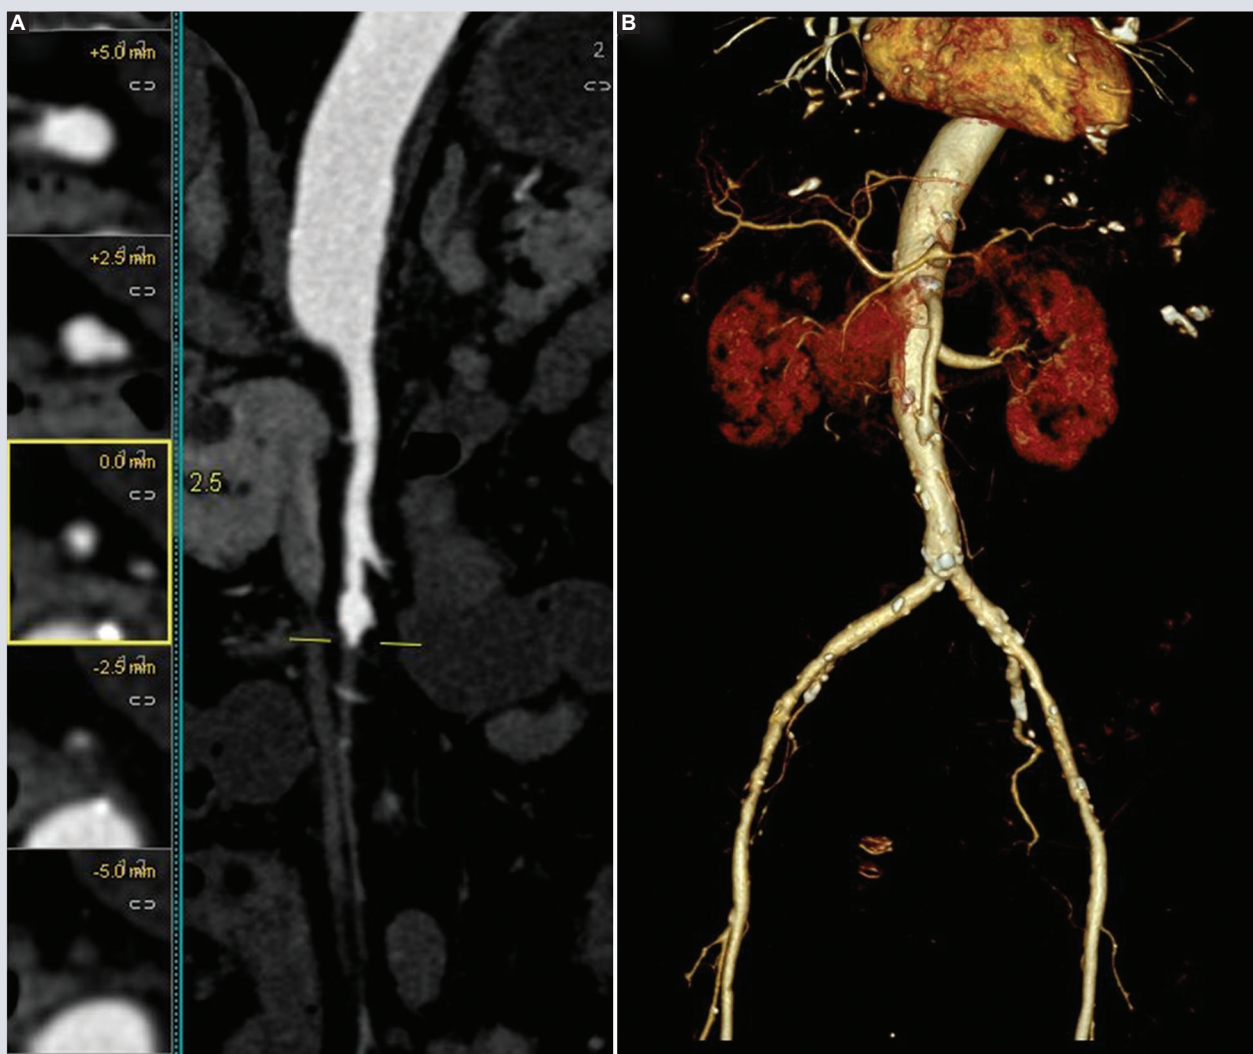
A: reconstrucción multiplanar en plano coronal de la arteria mesentérica superior, que muestra imagen plana de esta arteria. A 67 mm de su origen se identifica defecto de llenado de espesor completo de todo el segmento distal (líneas amarillas). B: reconstrucción 3D de angio-TC abdominopélvica en plano coronal. angio-TC: angiotomografía computarizada.
